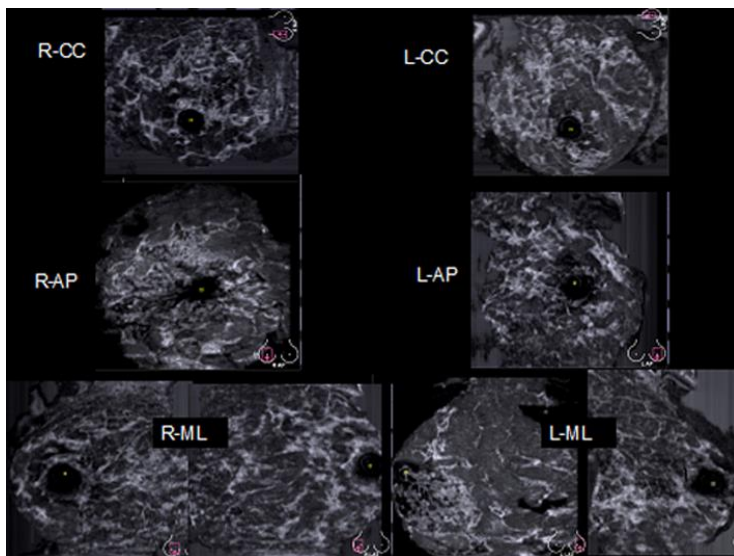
Сонотомограммы одной пациентки, выполненные согласно оригинальной методике СТГ. Обозначения: R-CC и L-CC – правый и левый прямой верхнее-нижний срез; R-AP и L-AP – правый и левый фронтальный срез; R-ML и L-ML – правый и левый косой медио-латеральный срез.
